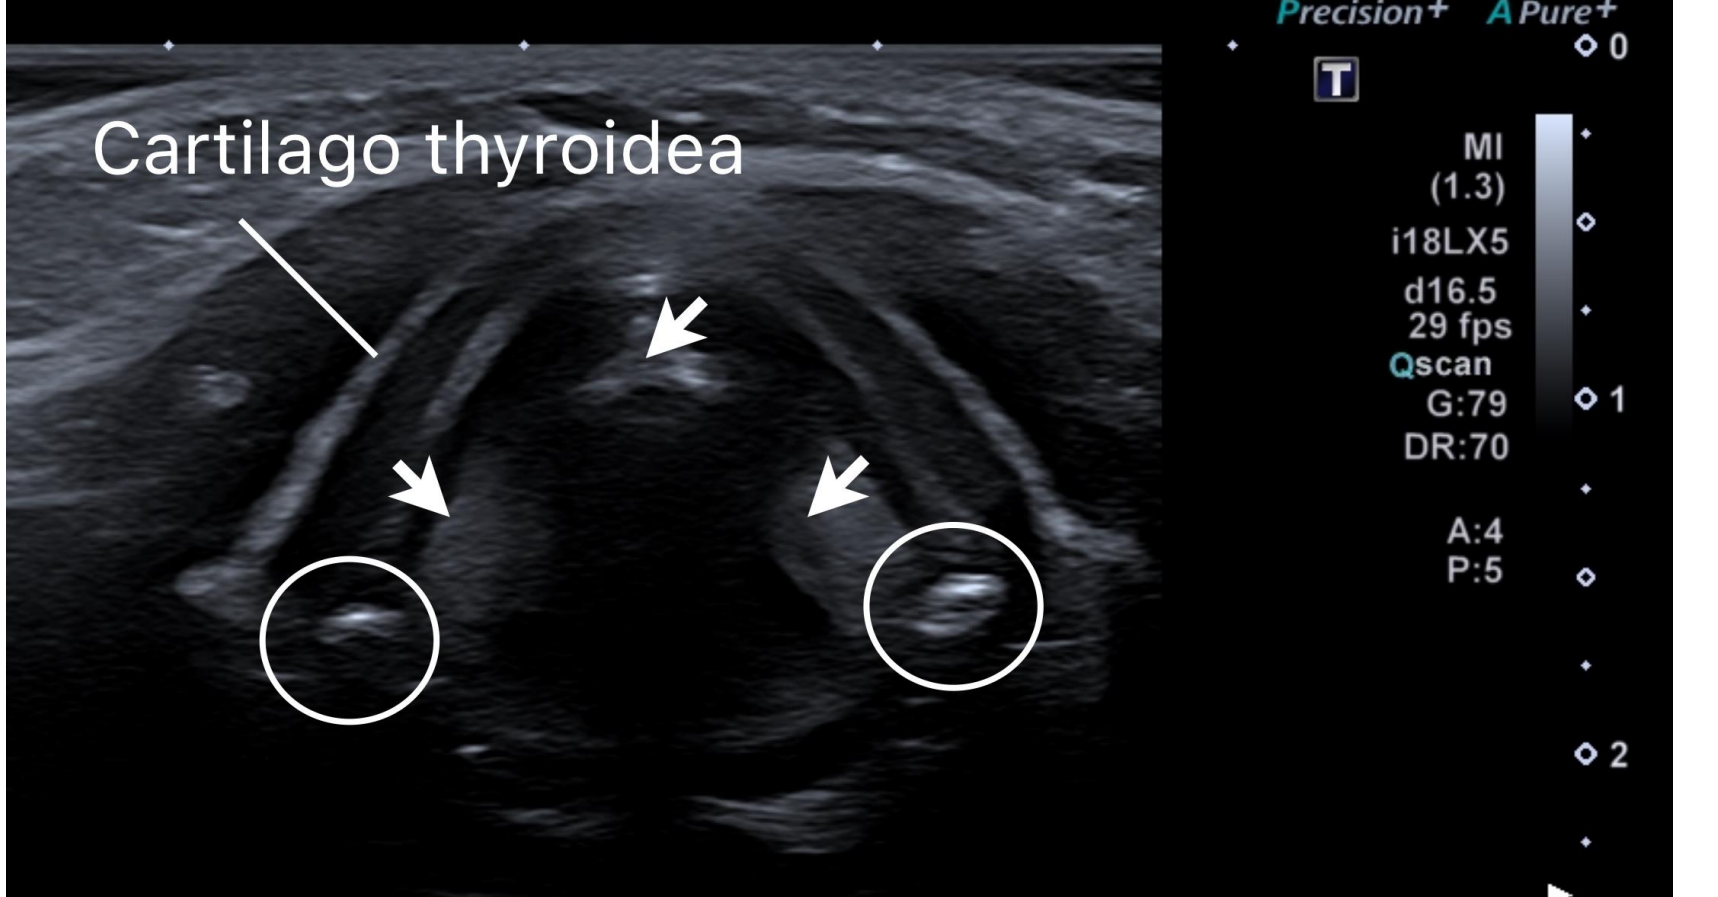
(links): koronare B-Mode-Sonografie der laryngealen Tongeneratoren (Probandin 1)
